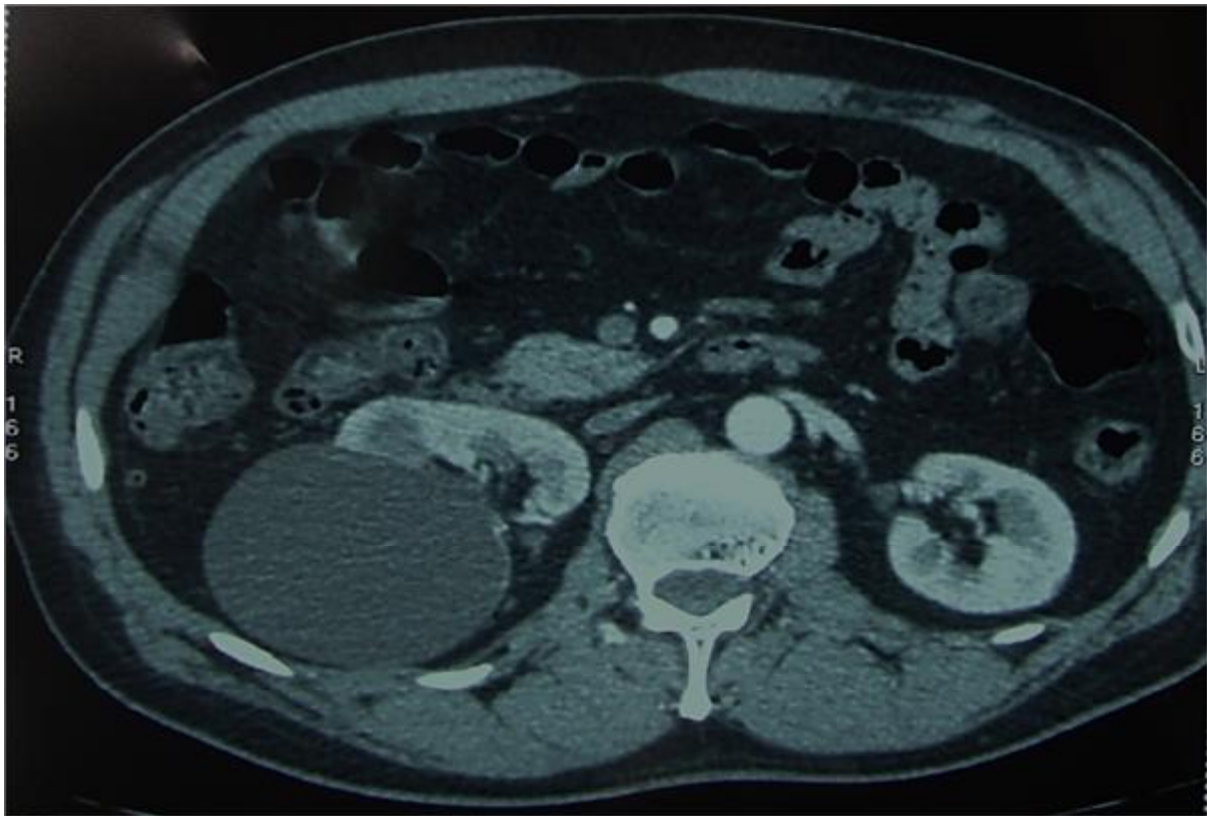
Coupe TDM C+ (temps artériel) révélant un kyste polaire inférieur du rein droit, de 8 cm de diamètre.
